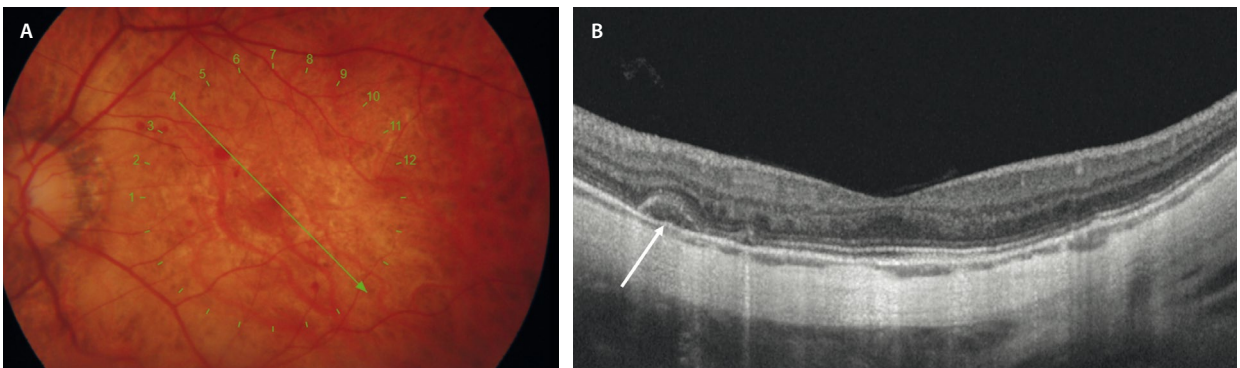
A) Hemorragia espontánea miópica. B) El corte de la tomografía de coherencia óptica refleja en la retina externa isorreflectiva (flecha blanca), con integridad del epitelio pigmentario de la retina sin neovascularización coroidea.
